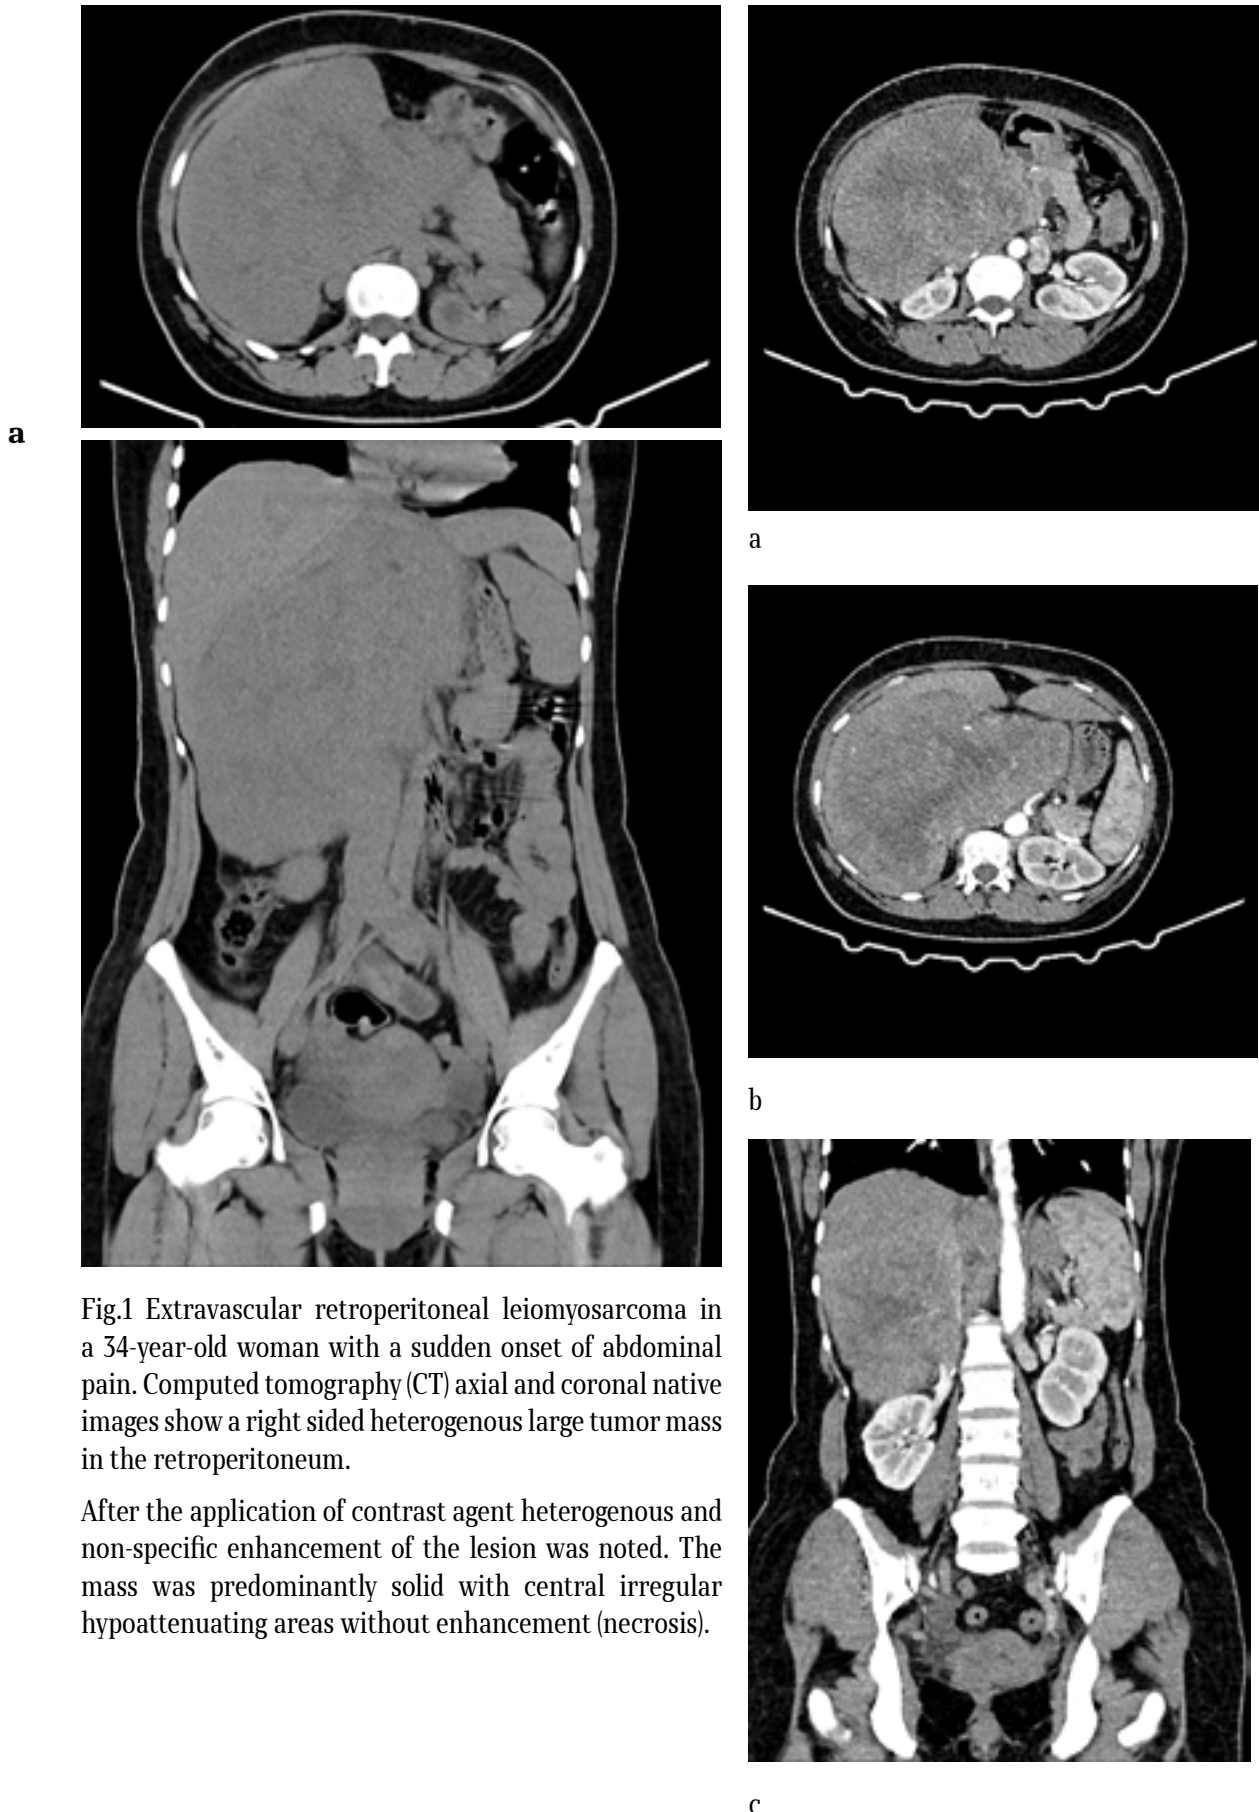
Extravascular retroperitoneal leiomyosarcoma in a 34-year-old woman with a sudden onset of abdominal pain. Computed tomography (CT) axial and coronal native images show a right sided heterogenous large tumor mass in the retroperitoneum.
